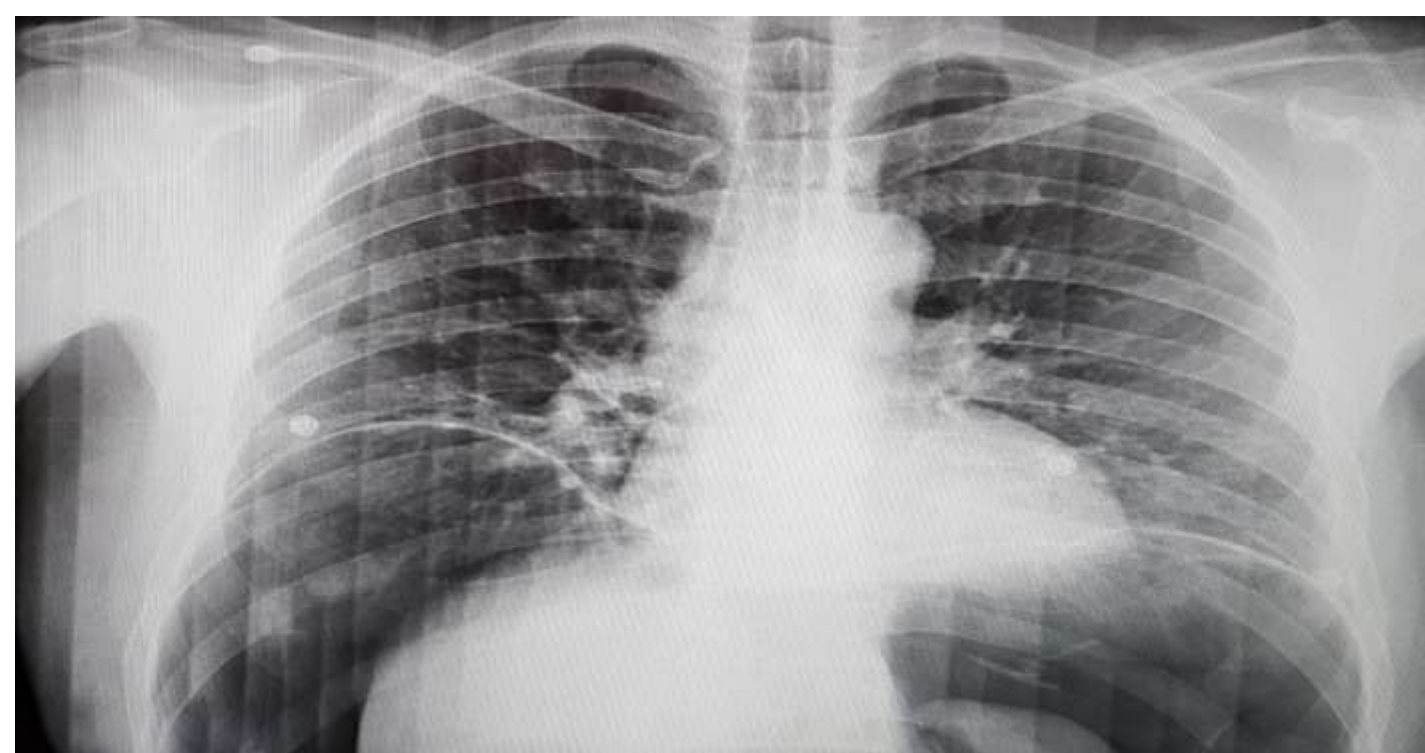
Radiografía AP de tórax en la cual se observa imagen sugestiva de aire subdiafragmatico.
